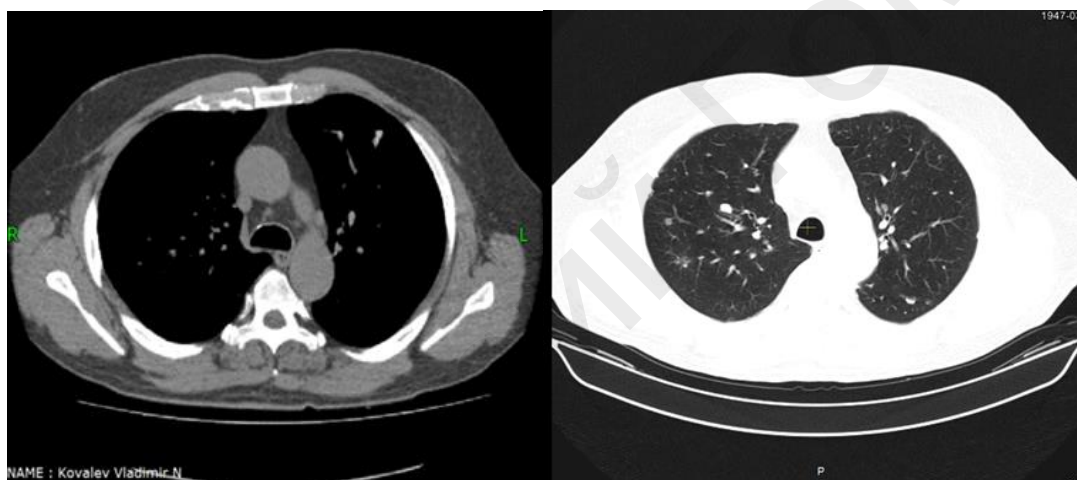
Компьютерная томография (контроль через 5 лет)
